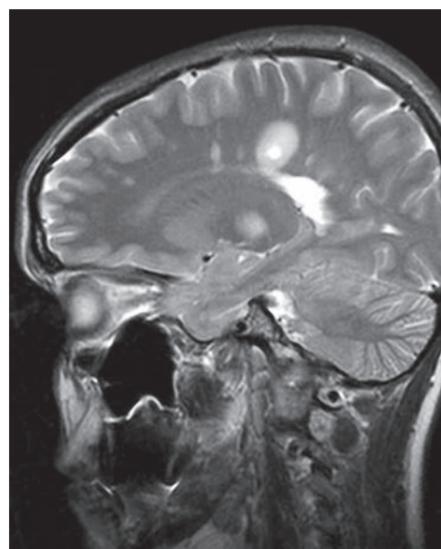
МРТ головного мозку, пальці Доусона
